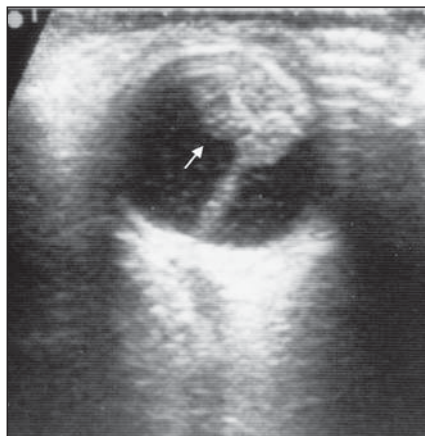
Ecografia do globo ocular direito com PHVP evidencia lesão triangular hiperecogênica com a base em aposição à face posterior do cristalino e sua extensão apical terminando no nível da papila óptica (seta).
